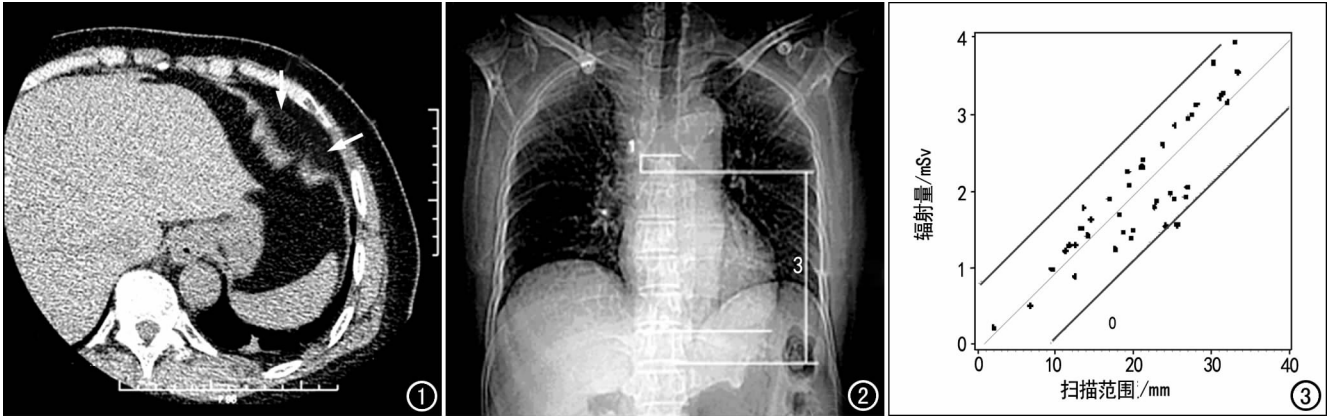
钙化积分扫描心尖部层面示心包影即将消失(箭)。 图 2 定位像上确定预计扫描范围(从气管隆突下 1cm 至心脏下缘 2cm),即线段 3 的范围。 图 3 散点图示采用钙化积分扫描较采用定位像所减少的 CTA 扫描范围与减少的辐射剂量之间呈正相关。
